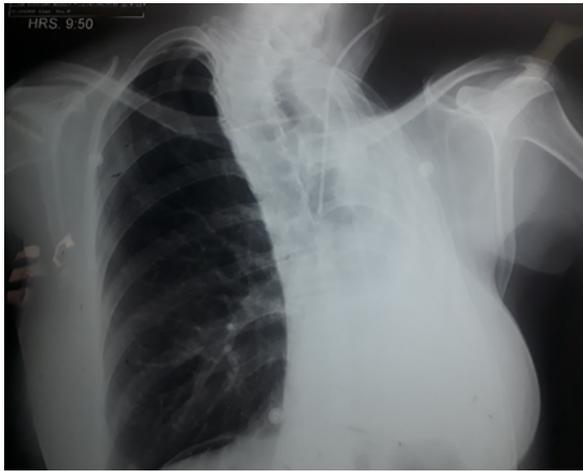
Radiografía de Tórax PA (neumonectomía izquierda).
